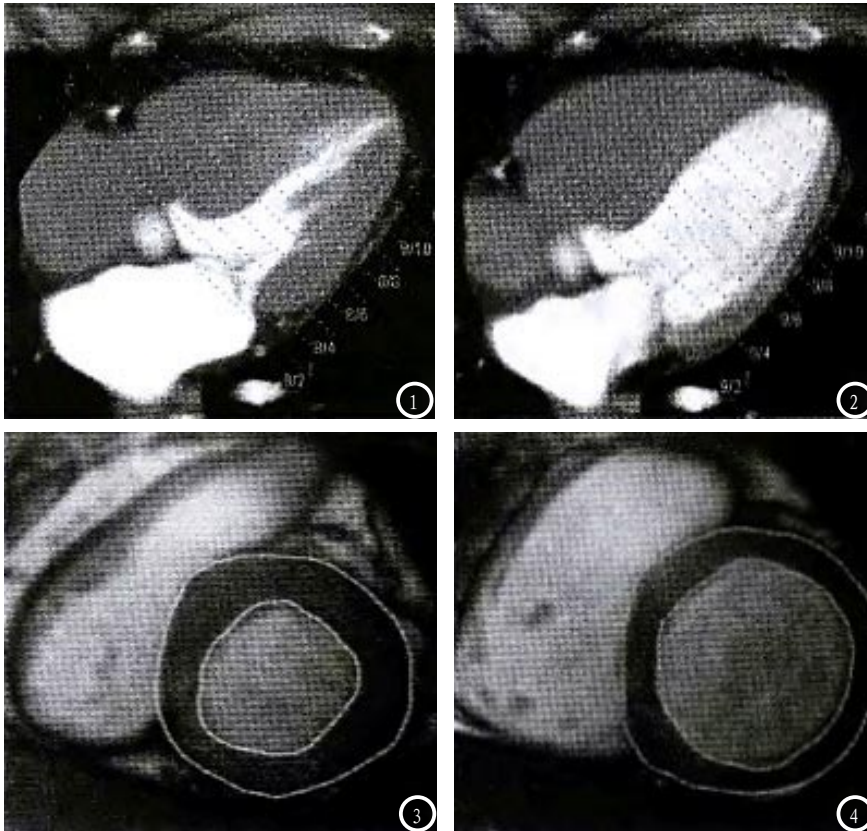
64层螺旋CT图像左室收缩末期。图2 64层螺旋CT图像左室舒张末期。图3 MRI图像左室收缩末期。图4 MRI图像左室舒张末期。
